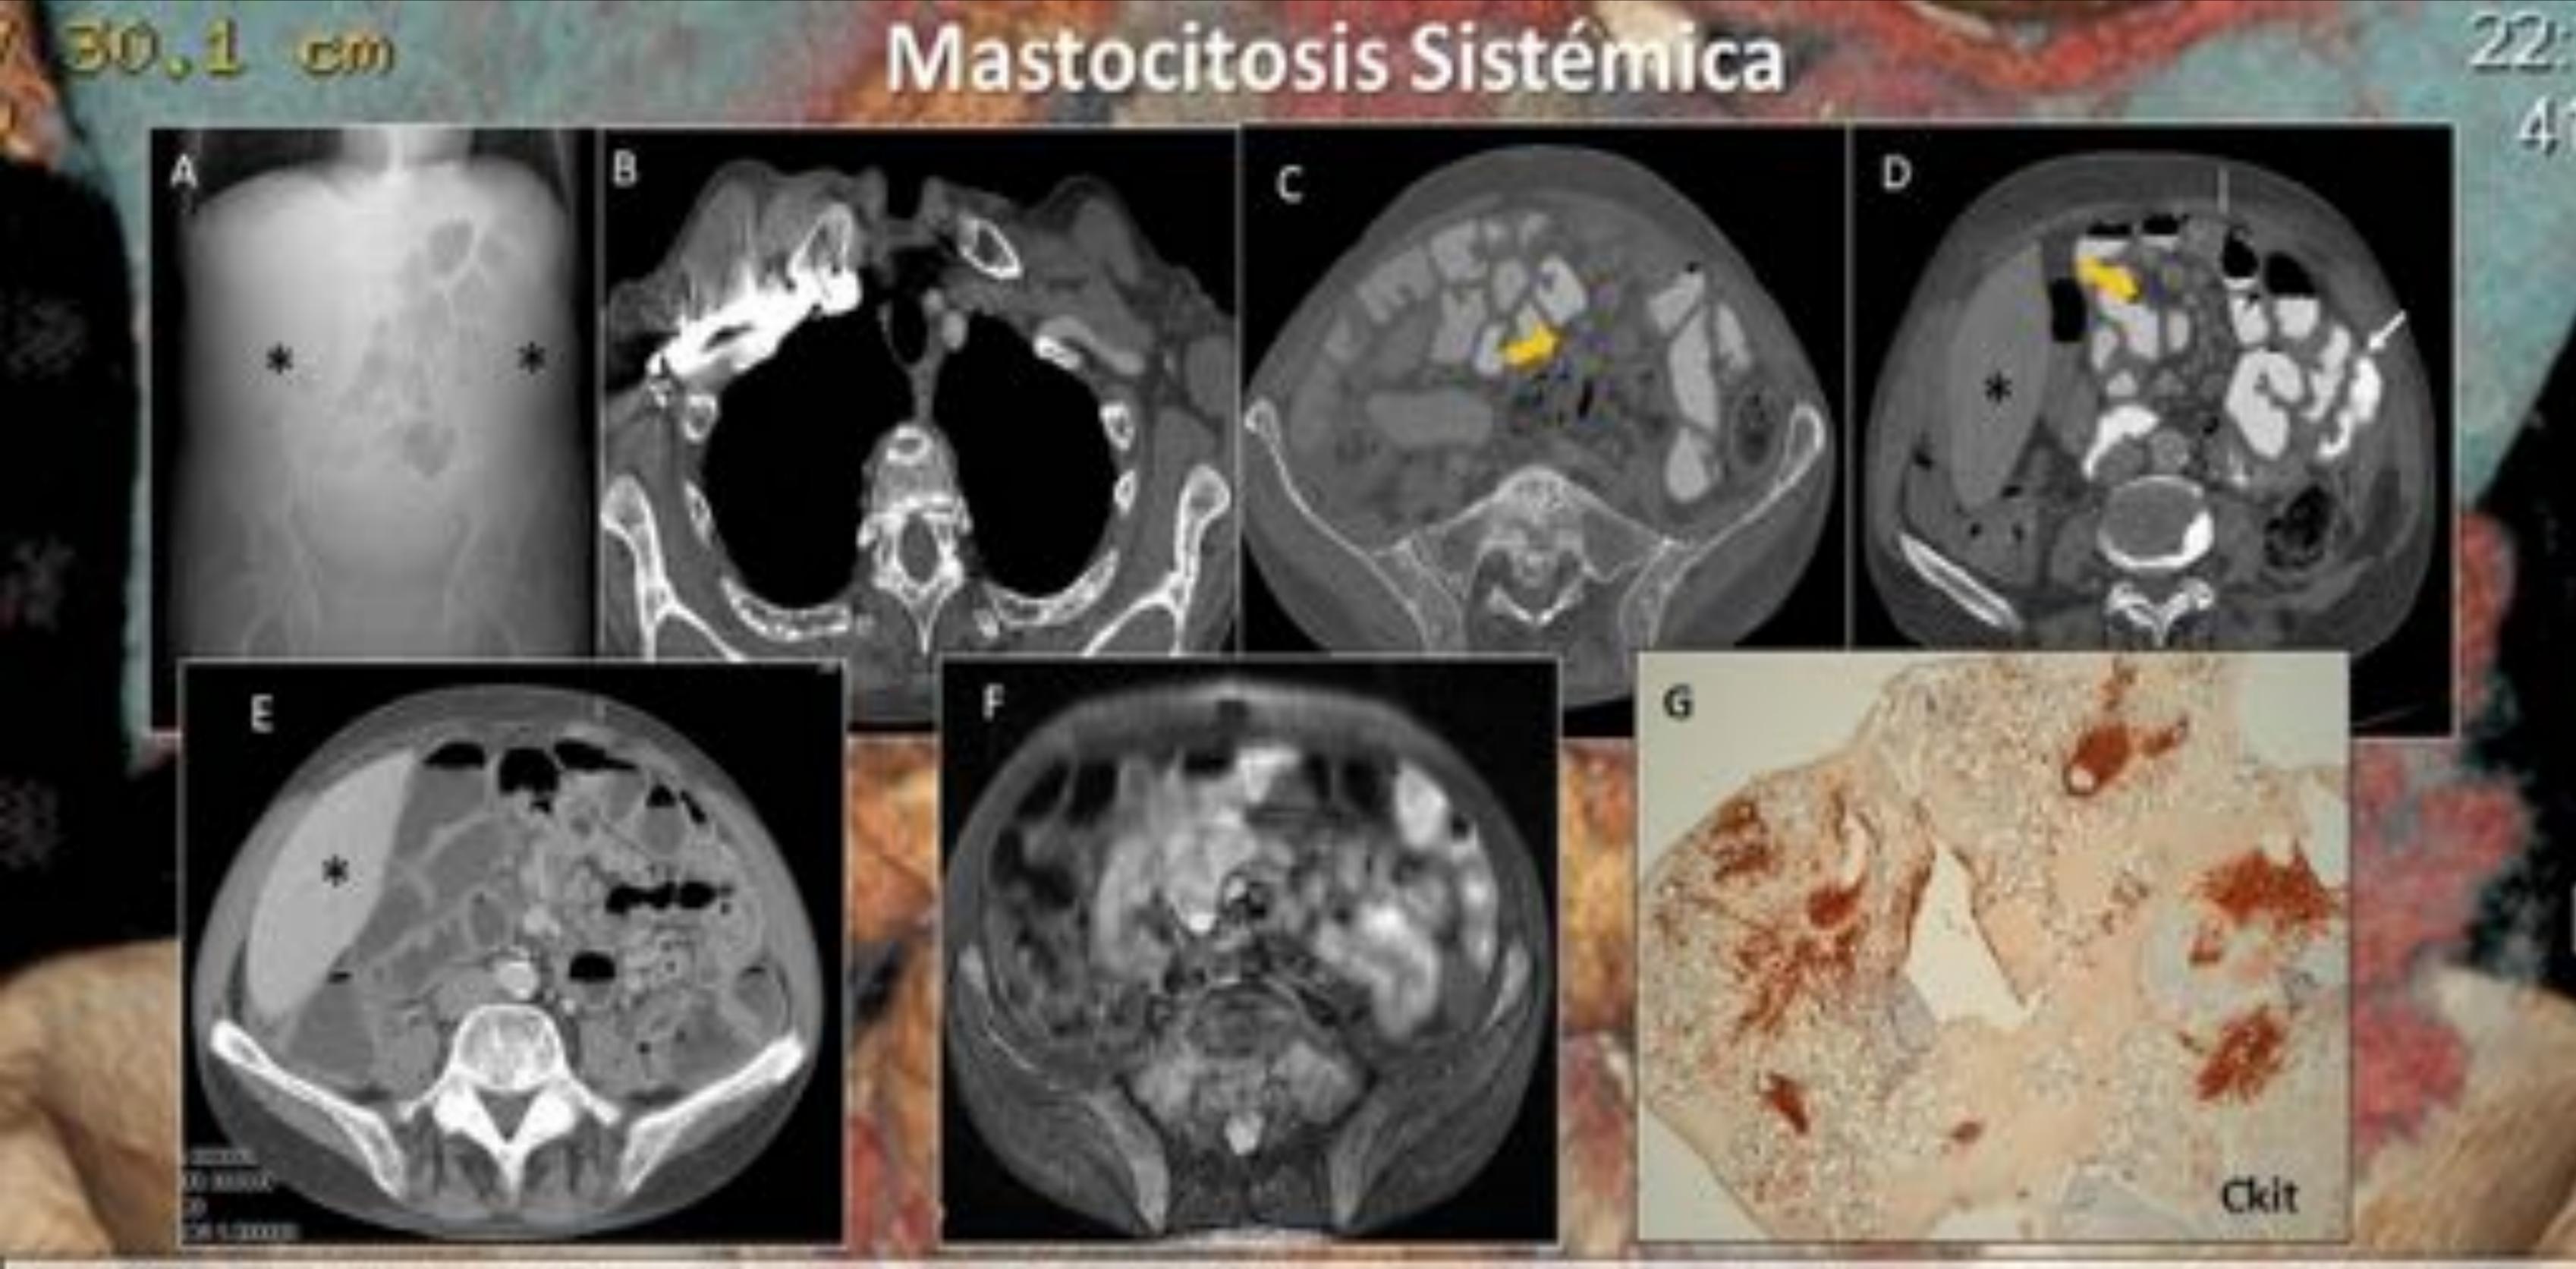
Mastecitosis sistemics. Visión de 30 años, perdida de peso desde hace 2 años y cliarrea. Analiticamente presentable hipoproteinemas, hipocalcemas e hipomagnesemas. Se maluri TC teraco-abdomico-pervico escal con contraste oral (imagenes A - D). A) Topograma abdominopéraco que demuestra la presenta de hepato-esplenomegalia (asteraco negros en A y D,E). B,C,D) Imagenes que demuestra una alteración difusa del demisdad desa costal. De cuerpos ventebrales y del sacro e alacte con pequeñas áreas parcheadas de esderosa (B,D), ganglios mesentéricos promientes en la raiz del mesenterio (Recha gruesa narranja en C y D) y engrosamiento de pared de yeyuno con perdida del pilegues en las nasmas flecha blanca en D). Se orientó como compatible como sindrome malabisoritivo y ostropenia. E) Un posterior TC sen contraste oral demostro hallazgos similares con dilatación difusa de asa de deligado con conferedo liquado , hepatemegalia y ganglios mesenfericos hipertroficos, así como una damenución significativa del particulos adiposo (linea blanca en D vs. E). E) imagen 17 con saturación de la grasa correlativa a imagen C en el correxto de extudio de la afectación desa difusa que demostra la alteración de arrival difusa de la medical de hueso esponjoso y detalle en el qual se identifica una marcada celularidad a expensas de mastocitos (Ckitv) assertados a fibros si
